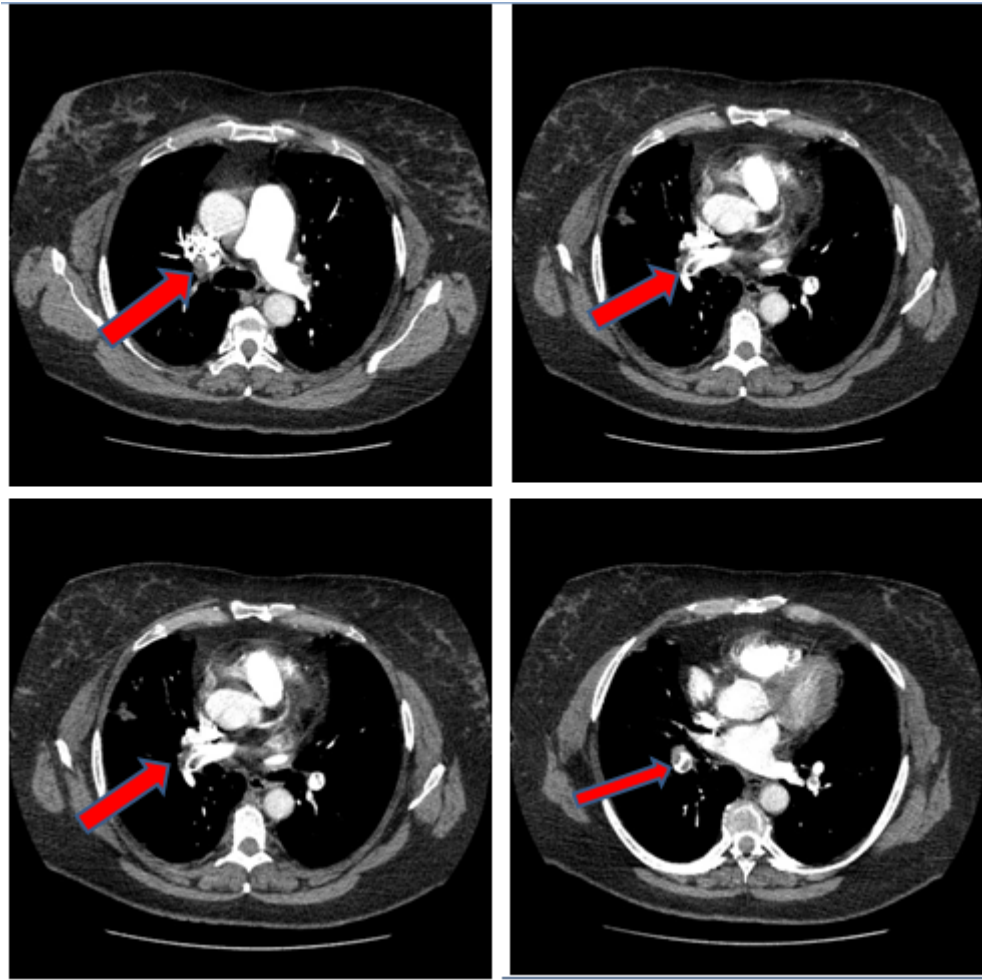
Tomografia Computadorizada com contraste endovenoso em corte axial demonstrando falhas de enchimento no interior das artérias pulmonares direitas.
